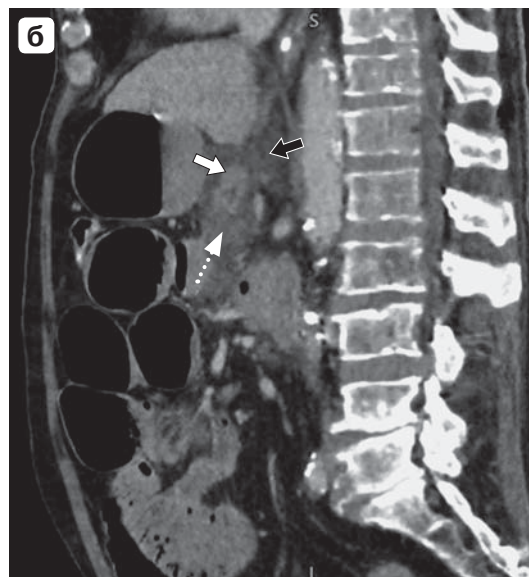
Компьютерные томограммы. Острый панкреатит, 1-й тип конфигурации некроза, 10-й день: а — аксиальная проекция; б — сагиттальная проекция; в — фронтальная проекция. Исследование с контрастным усилением, венозная фаза. Глубокий некроз в шейке ПЖ указан белыми пунктирными стрелками, жизнеспособная паренхима — белыми стрелками, стент — тонкой черной стрелкой, парапанкреатит — черными стрелками.
